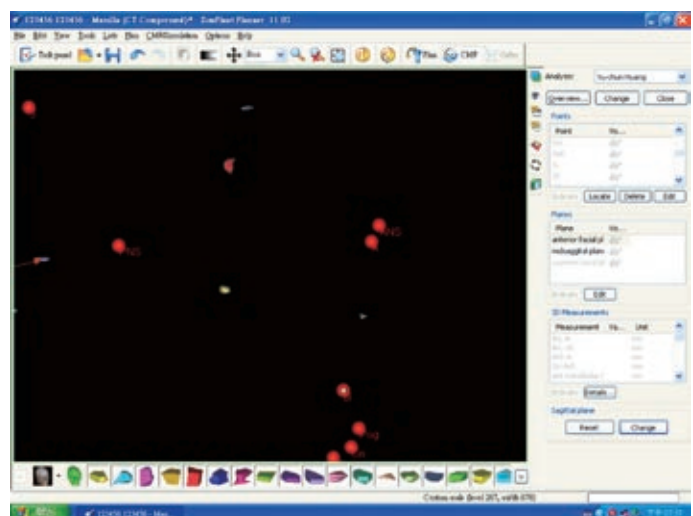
以Simplant Pro在CBCT三維影像上標示位於界標點的金屬色塊
